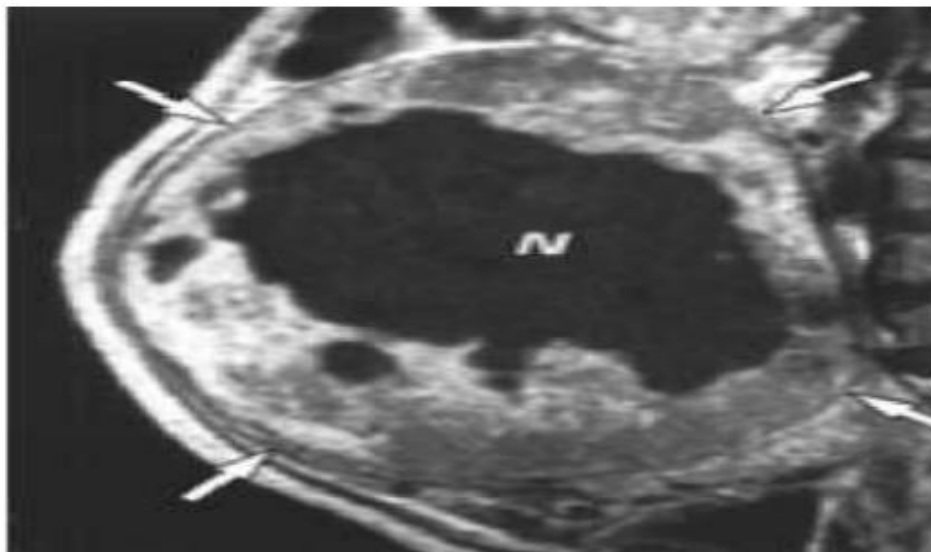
Coupe sagittale d'IRM. Elargissement massif de l'utérus par une masse avec une zone centrale irrégulière hypointense suggérant une masse tumorale nécrosée (léiomyosarcome) [159]
